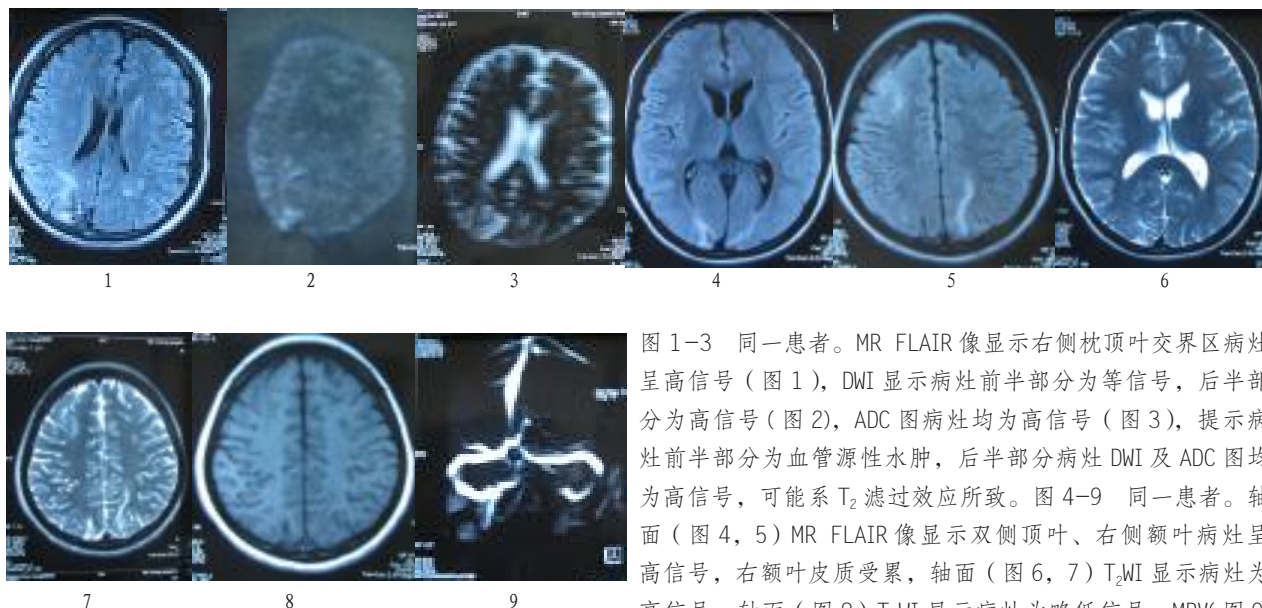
同一患者。MR FLAIR 像显示右侧枕顶叶交界区病灶呈高信号 (图 1), DWI 显示病灶前半部分为等信号, 后半部分为高信号 (图 2), ADC 图病灶均为高信号 (图 3), 提示病灶前半部分为血管源性水肿, 后半部分病灶 DWI 及 ADC 图均为高信号, 可能系 T<sub>2</sub> 滤过效应所致。图 4-9 同一患者。轴面 (图 4, 5) MR FLAIR 像显示双侧顶叶、右侧额叶病灶呈高信号, 右额叶皮质受累, 轴面 (图 6, 7) T<sub>2</sub>WI 显示病灶为高信号, 轴面 (图 8) T<sub>1</sub>WI 显示病灶为略低信号, MRV (图 9) 显示脑静脉、静脉窦通畅。
